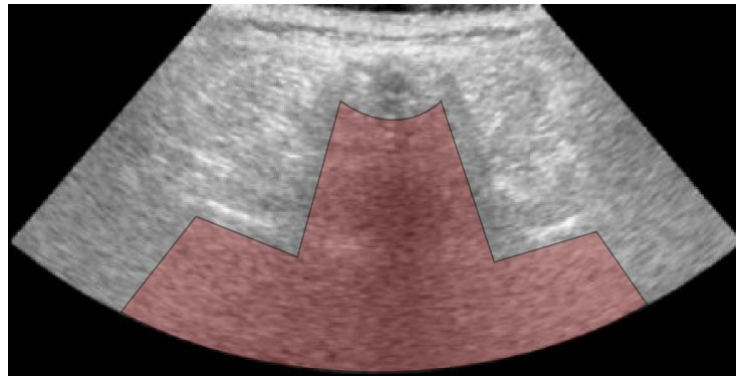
Échographie d'une vertèbre lombaire. Le bruit est très important sur les images échographiques. La zone mise en évidence n'est pas observable à cause de la réflexion quasi-totale des ondes sur la surface de l'os. Source : [1]
